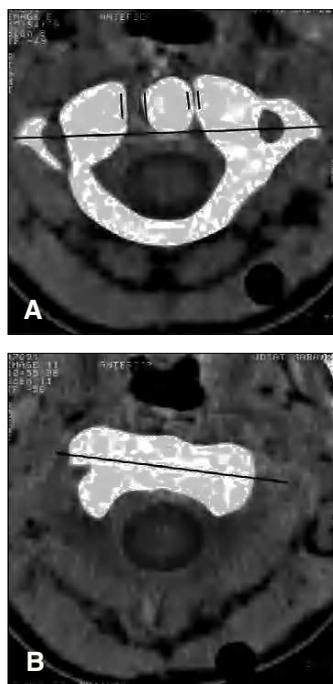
A y B. TC entre agujero occipital y C3. Se observa subluxación rotatoria C1-C2 con descentramiento de la apófisis odontoides.
